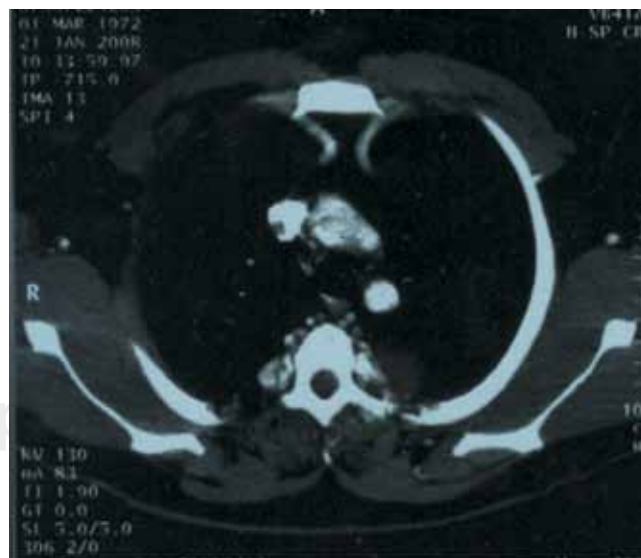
Tomografía computada contrastada de tórax en corte axial al nivel de la ventana aortopulmonar, donde se identifica disminución del calibre de la aorta descendente y presencia de vasos arteriales colaterales por vías paraespinales y prominencia de arterias mamarias internas en forma bilateral.
